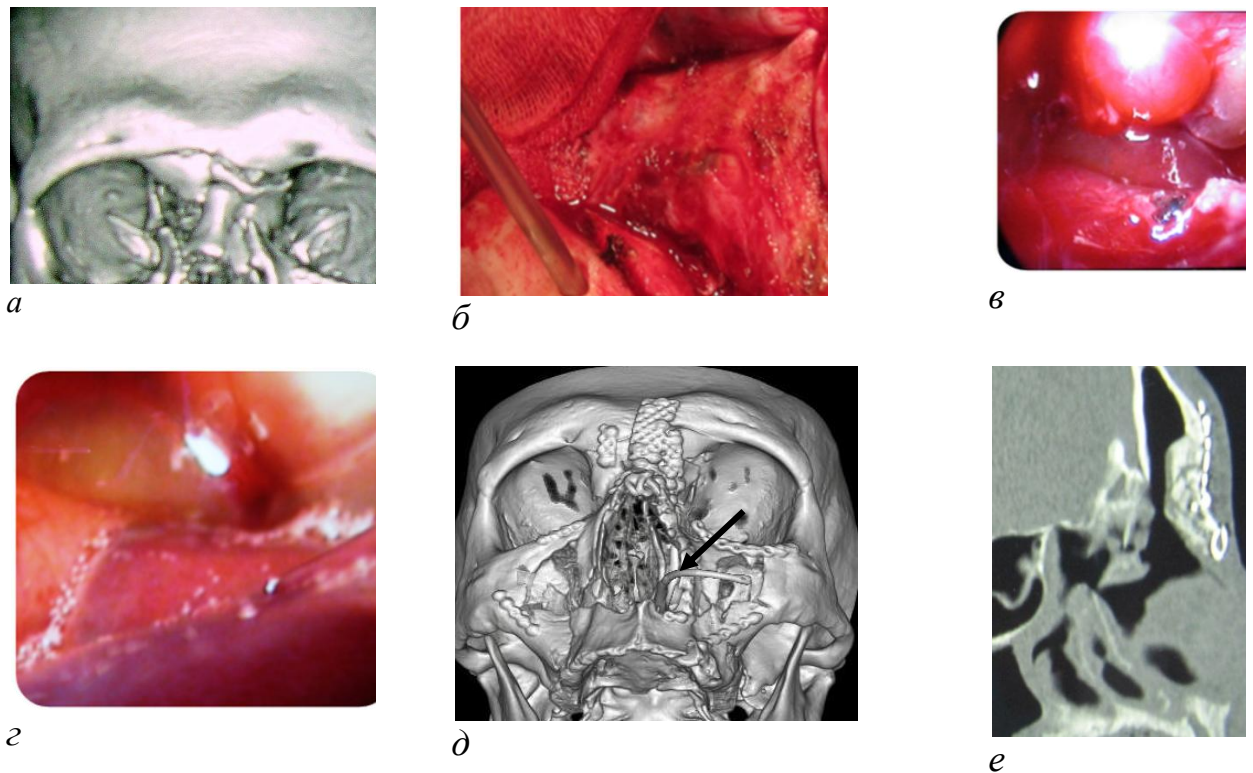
Эндоскопическая ассистенция при реконструктивном лечении перелома стенок лобной пазухи с нарушением проходимости лобно-носового протока. Осуществлена санация пазухи и наложение лобно-носового соустья. *а* – КТ картина перелома передней стенки лобной пазухи назо-этмоидального комплекса; *б, в, г* – интраоперационная картина перелома стенок лобной пазухи и доступ в полость пазухи через фрезевое отверстие, эндоскопическая картина лобно-носового протока с нарушением проходимости (вид из лобной пазухи); *д* – КТ контроль после наложения лобно-носового соустья и остеосинтеза передней стенки пазухи, *е* – восстановление пневматизации пазухи через месяц после операции.
